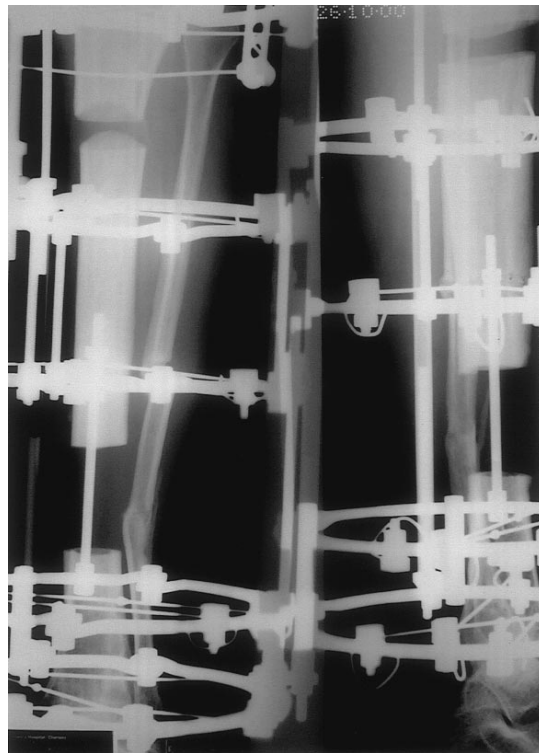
Radiografía que muestra transporte óseo segmentario en tibia con no unión secundaria a infección ósea. Tomado de Current Orthopaedics (2001) 15, 229-237
